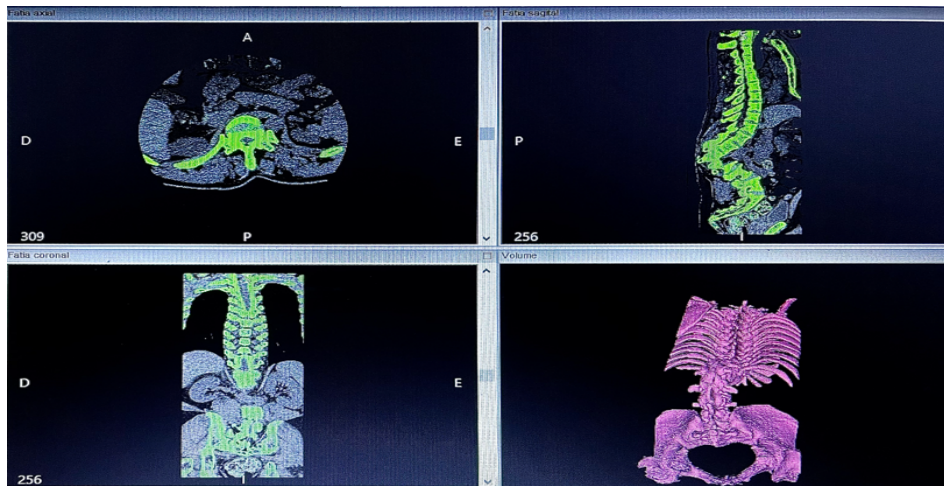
Interface do programa InVesalius® demonstrando a segmentação do tecido ósseo (verde/rosa) a partir das imagens de TC nos planos axial, sagital, coronal e reconstrução volumétrica.
